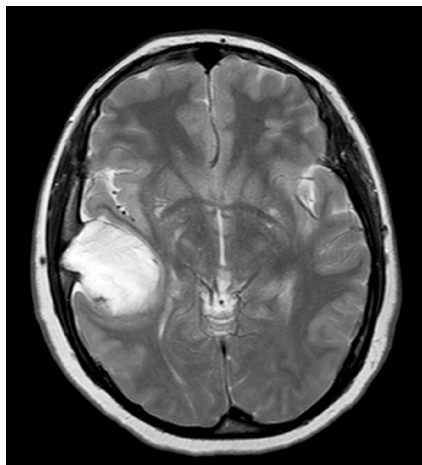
Axial magnetic resonance imaging, hyperintense signal on T2-weighted sequence was seen
